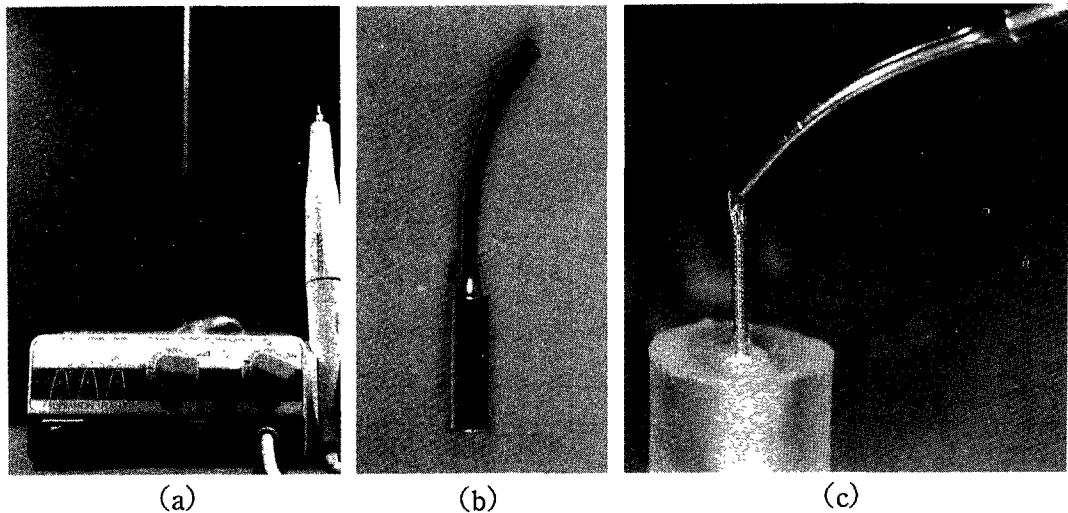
Satelec Ultrasonic device(a) and 5A tip(b), application of ultrasonic to post(c).
